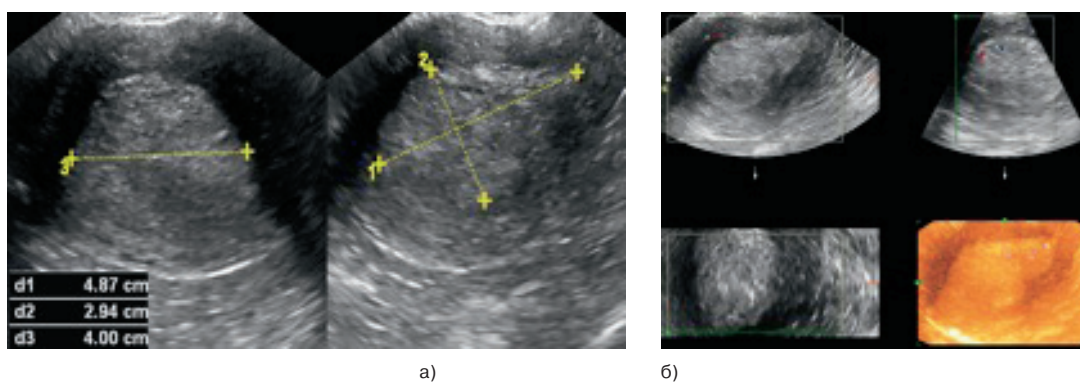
(а, б) ТВУЗИ а) режим серой шкалы б) этапы реконструкции трехмерных изображений.
